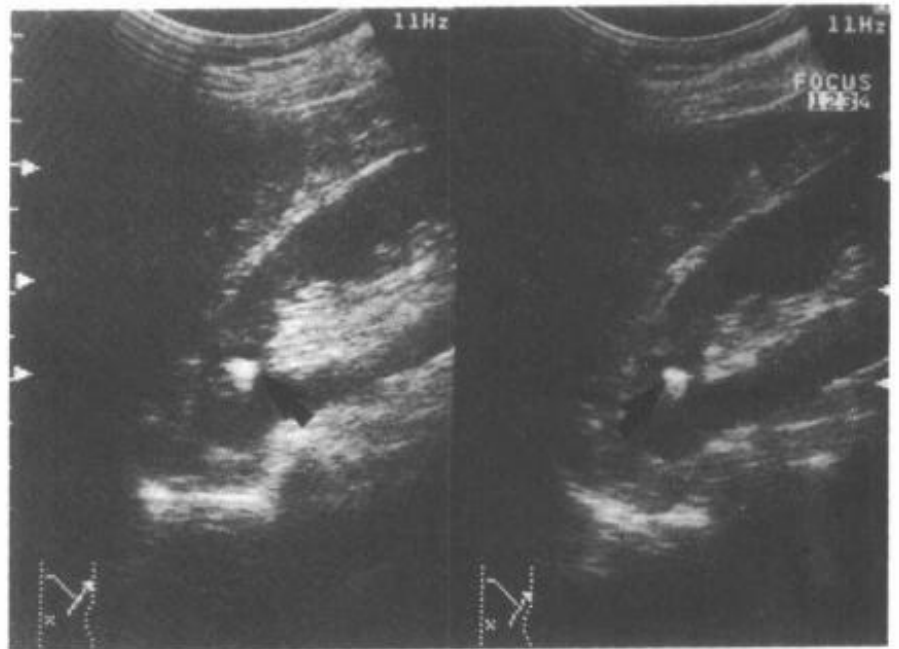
超声显示左肾上极钙乳症肾囊肿(↑)
